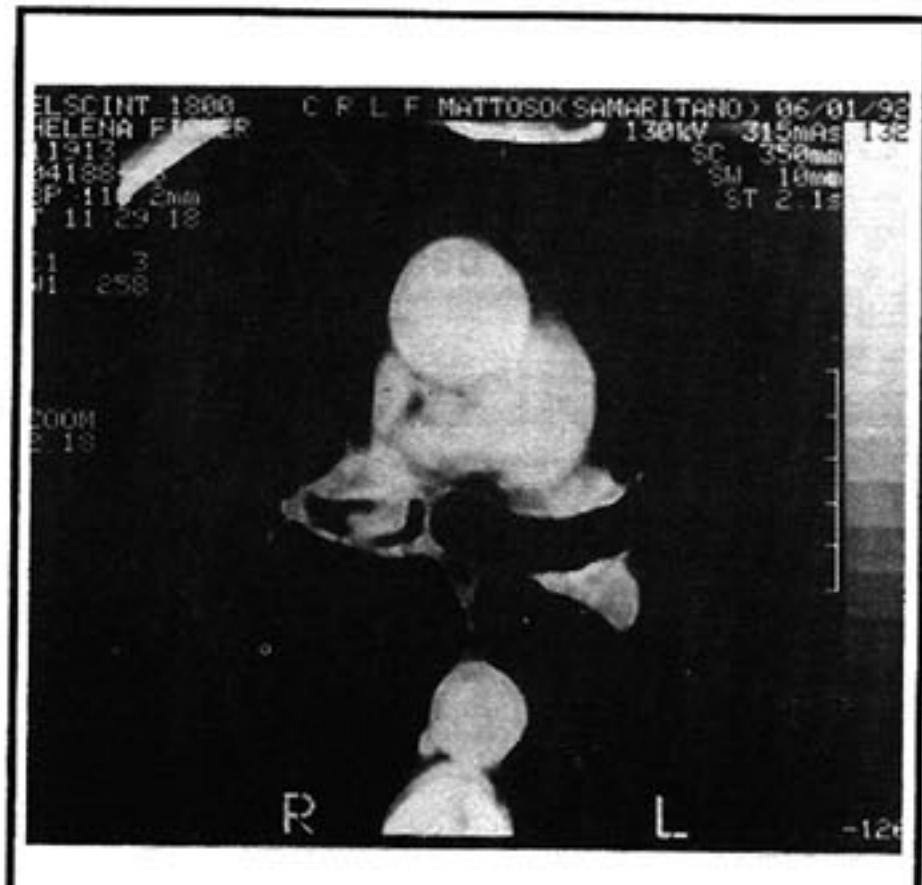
Tomografia computadorizada de tórax janeiro 92
